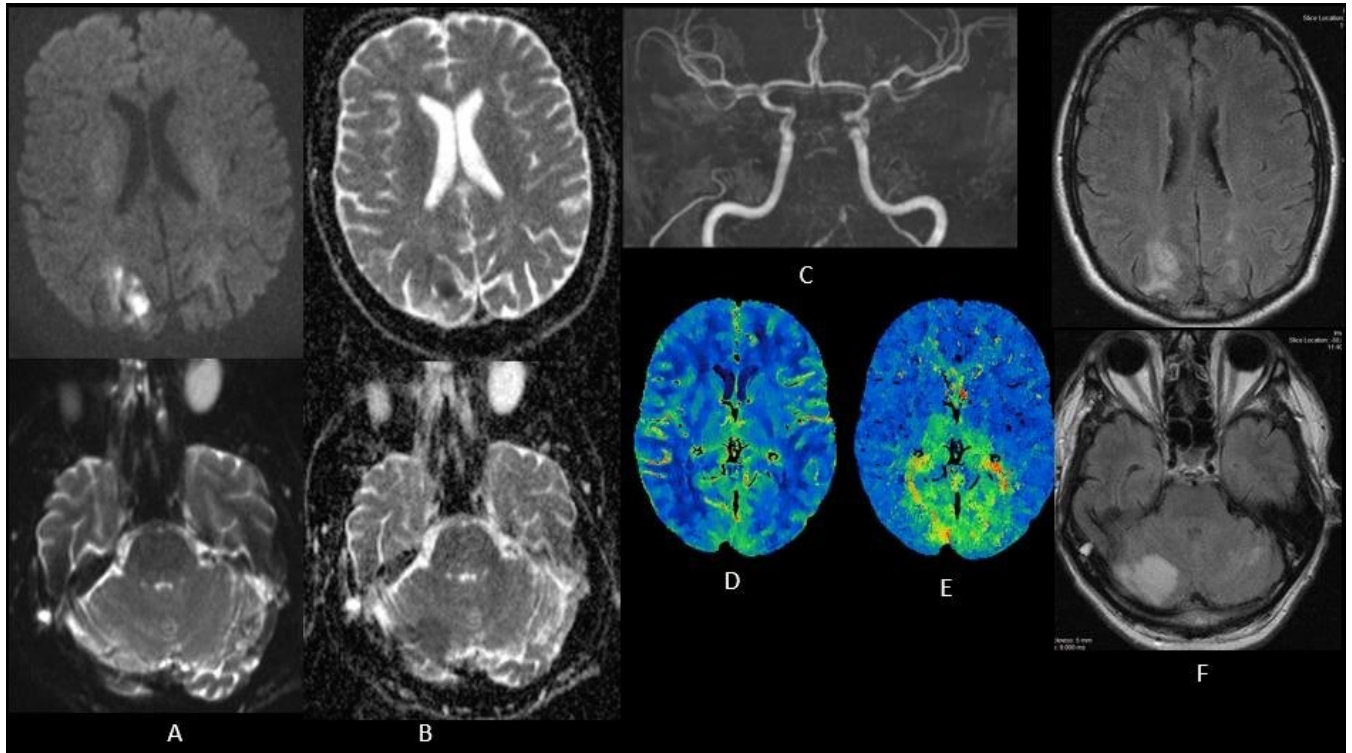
MRT von Patienten mit Basilaristhrombose
